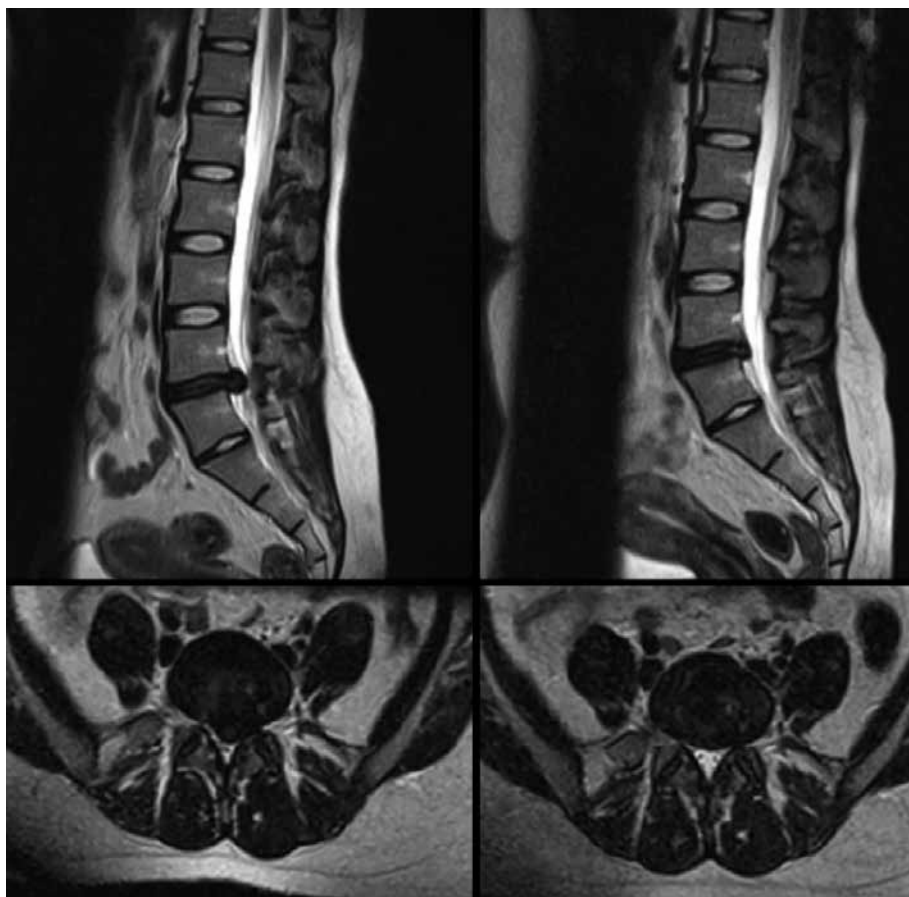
Preoperative and postoperative 6 months sagittal and axial MRI findings of 38 years old female patient.
